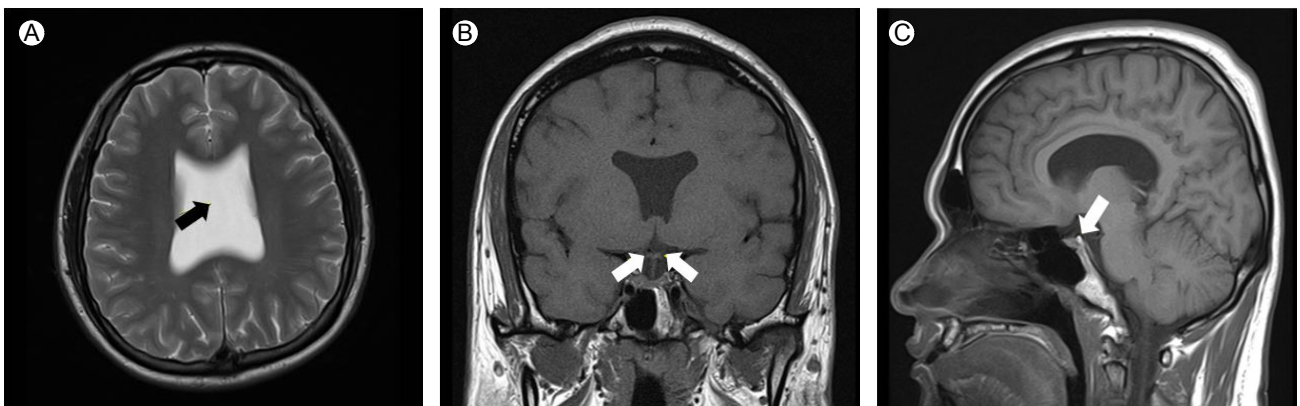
Brain magnetic resonance imaging (MRI) findings at presentation (A) Absence of septum pellucidum (arrow). (B) Suspected hypoplastic change of optic chiasm (arrows) (C) Normal-sized pituitary gland (arrow).
